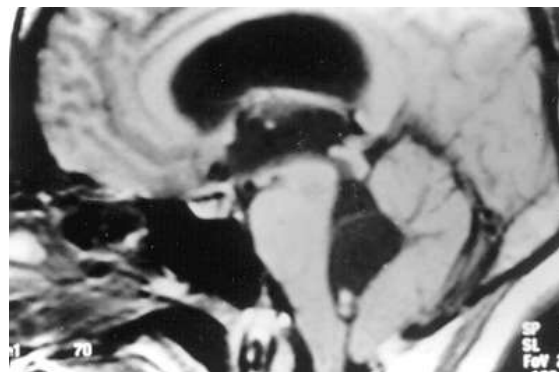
Ressonância magnética do cérebro: corte sagital (SE 520/20) mostrando um cisticerco no quarto ventrículo. O hipersinal das membranas indica que os cistos estão em degeneração. O escólex está evidente como uma área de hipersinal.
